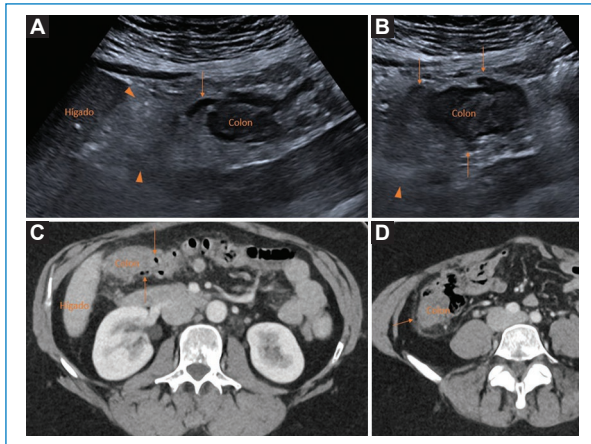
Mujer de 44 años que acude a urgencias porque desde hace 3 días presenta dolor a nivel de hemiabdomen derecho más localizado en FID con escalofríos sin fiebre termometrada. Fue valorada hace 24 horas en el servicio de urgencias, por el mismo motivo sin alteraciones analíticas y con respuesta a analgesia. Actualmente presenta dolor que no cede con analgesia, leucocitosis y proteína C reactiva elevada. A la exploración, dolor en FID y flanco derecho que aumenta con la descompresión. Se solicita ecografía para descartar apendicitis. A y B: ecografía centrada en hemiabdomen derecho, objetivándose múltiples divertículos con cambios inflamatorios (flechas finas), engrosamiento mural del colon ascendente e hiperecogenicidad marcada de la grasa pericólica adyacente (puntas de flechas). Al tratarse de una diverticulitis derecha extensa se realiza TC de abdomen con contraste en fase venosa complementario. C y D: TC cortes axiales centrados en colon ascendente. Se confirma diverticulitis derecha extensa (flechas finas) sin signos de complicación. La paciente ingresa con tratamiento antibiótico y analgesia intravenosa con evolución favorable. FID: fosa ilíaca derecha; TC: tomografía computarizada.
